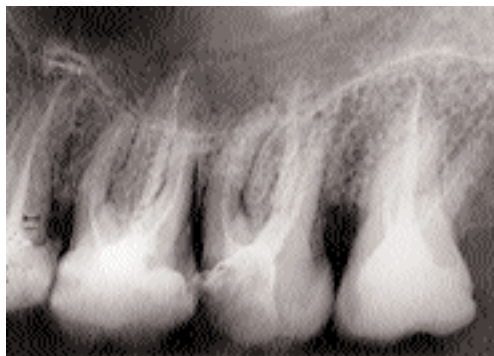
Интраоральная контактная рентгенограмма верхних 6, 7, 8 зубов.
